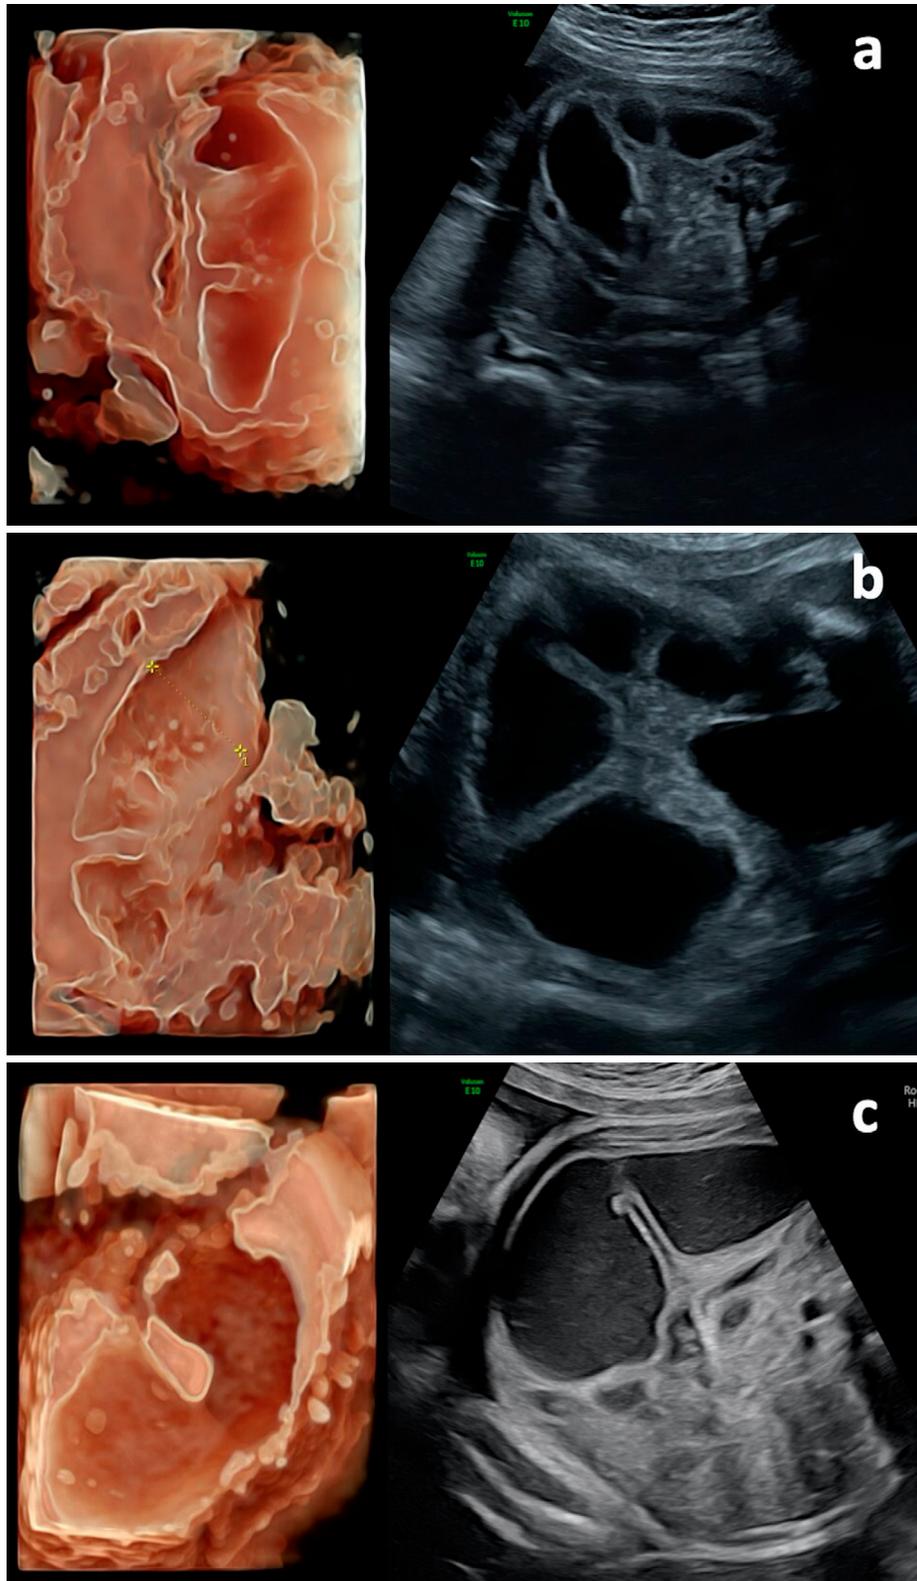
Correlación clínica de los hallazgos con ecografía 2D y 3D con reconstrucción en superficie (HDlive). Se observa dilatación excéntrica de asa única de intestino delgado que sugiere la presencia de atresia de yeyuno, con diámetro máximo de 18,0 mm en semana 29 (a), 22,1 mm en semana 32 (b), y 25,0 mm en semana 35 (c). Durante el seguimiento realizado a semana 35 (c), se evidencia dilatación pronunciada de la porción proximal de yeyuno, compatible con vólvulo proximal. No se observan signos de sufrimiento de asa o perforación (v.g. aumento de grosor parietal o ascitis).
